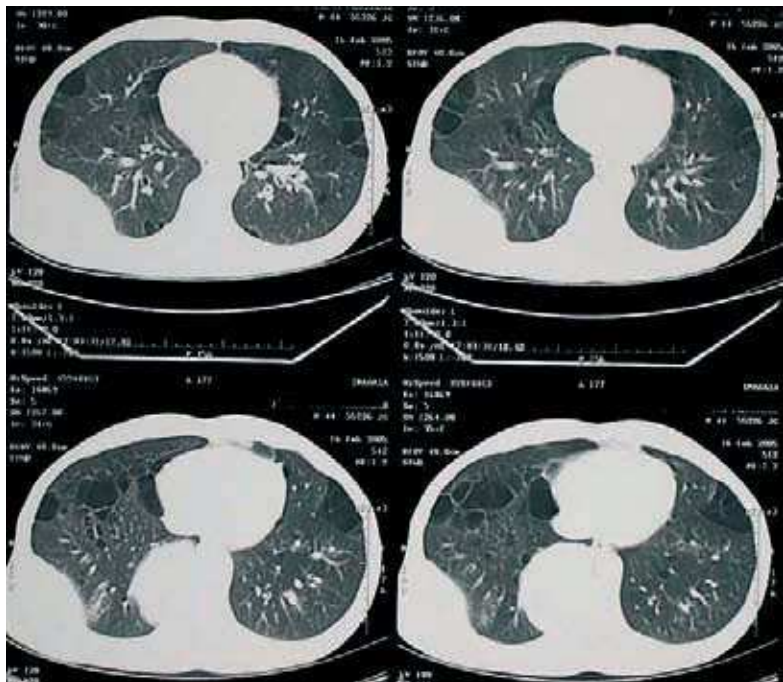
B – Tomografia computadorizada: uma massa paravertebral direita no segmento póstero-basal do lobo inferior direito, com cerca de 5 cm e outra massa heterogénea na 9.ª costela que destrói grande parte da grade costal.
